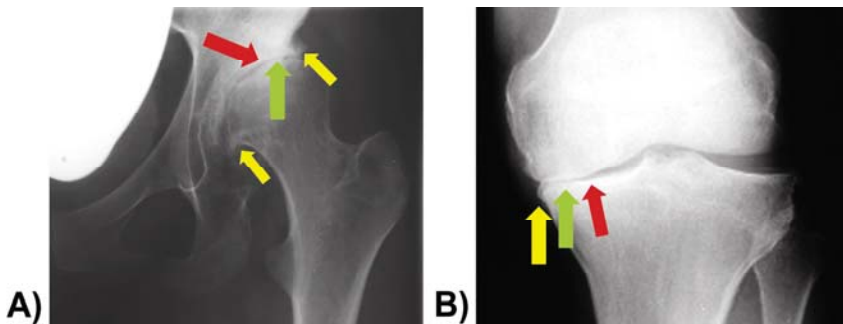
Röntgenbilder mit typischen Anzeichen einer Arthrose. Die Gelenkspaltverschmälerung (grüner Pfeil), osteophytäre Randabbauten (gelber Pfeil) und subchondrale Sklerosierung (roter Pfeil) sind typische Anzeichen einer Arthrose. Sie sind eindeutig im Röntgenbild identifizierbar, hier am Beispiel einer (A) Hüftgelenksarthrose (Coxarthrose) und (B) Kniegelenksarthrose (Gonarthrose).
